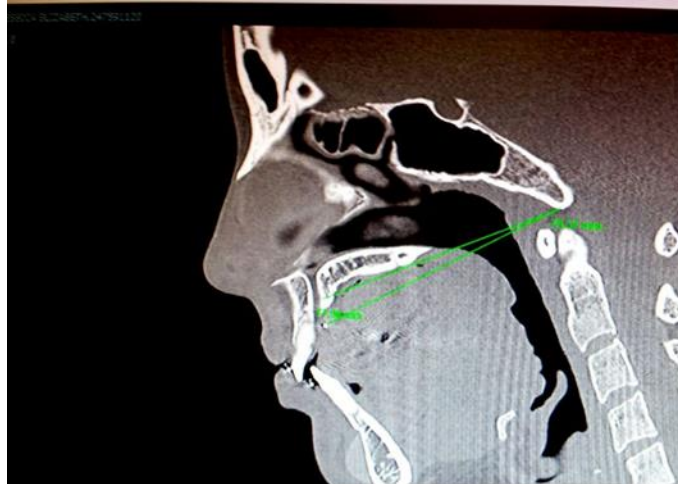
Tomografía axial computarizada para medir la estabilidad de la cabeza del tornillo como efecto de la distalización molar.
